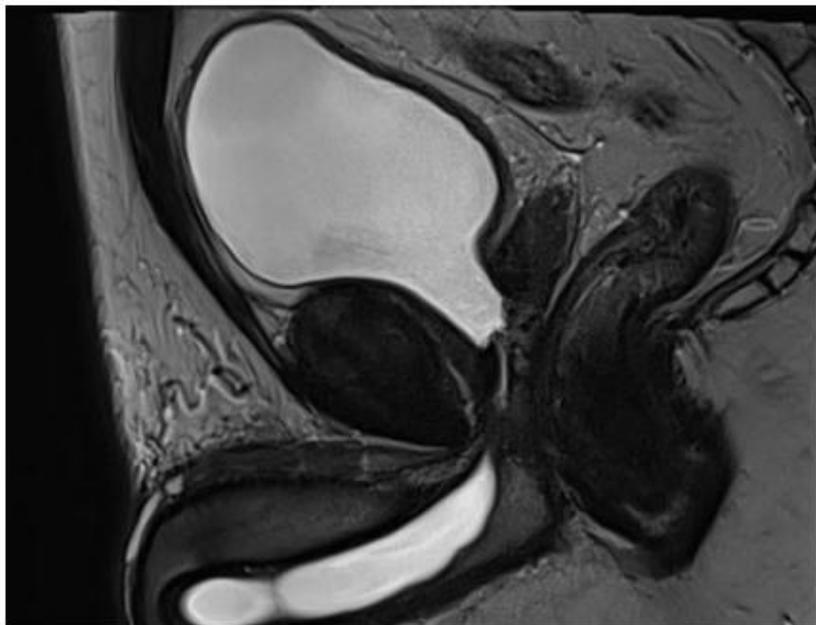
STENOSE PROSTATO-MEMBRANEUSE VUE EN IRM.
